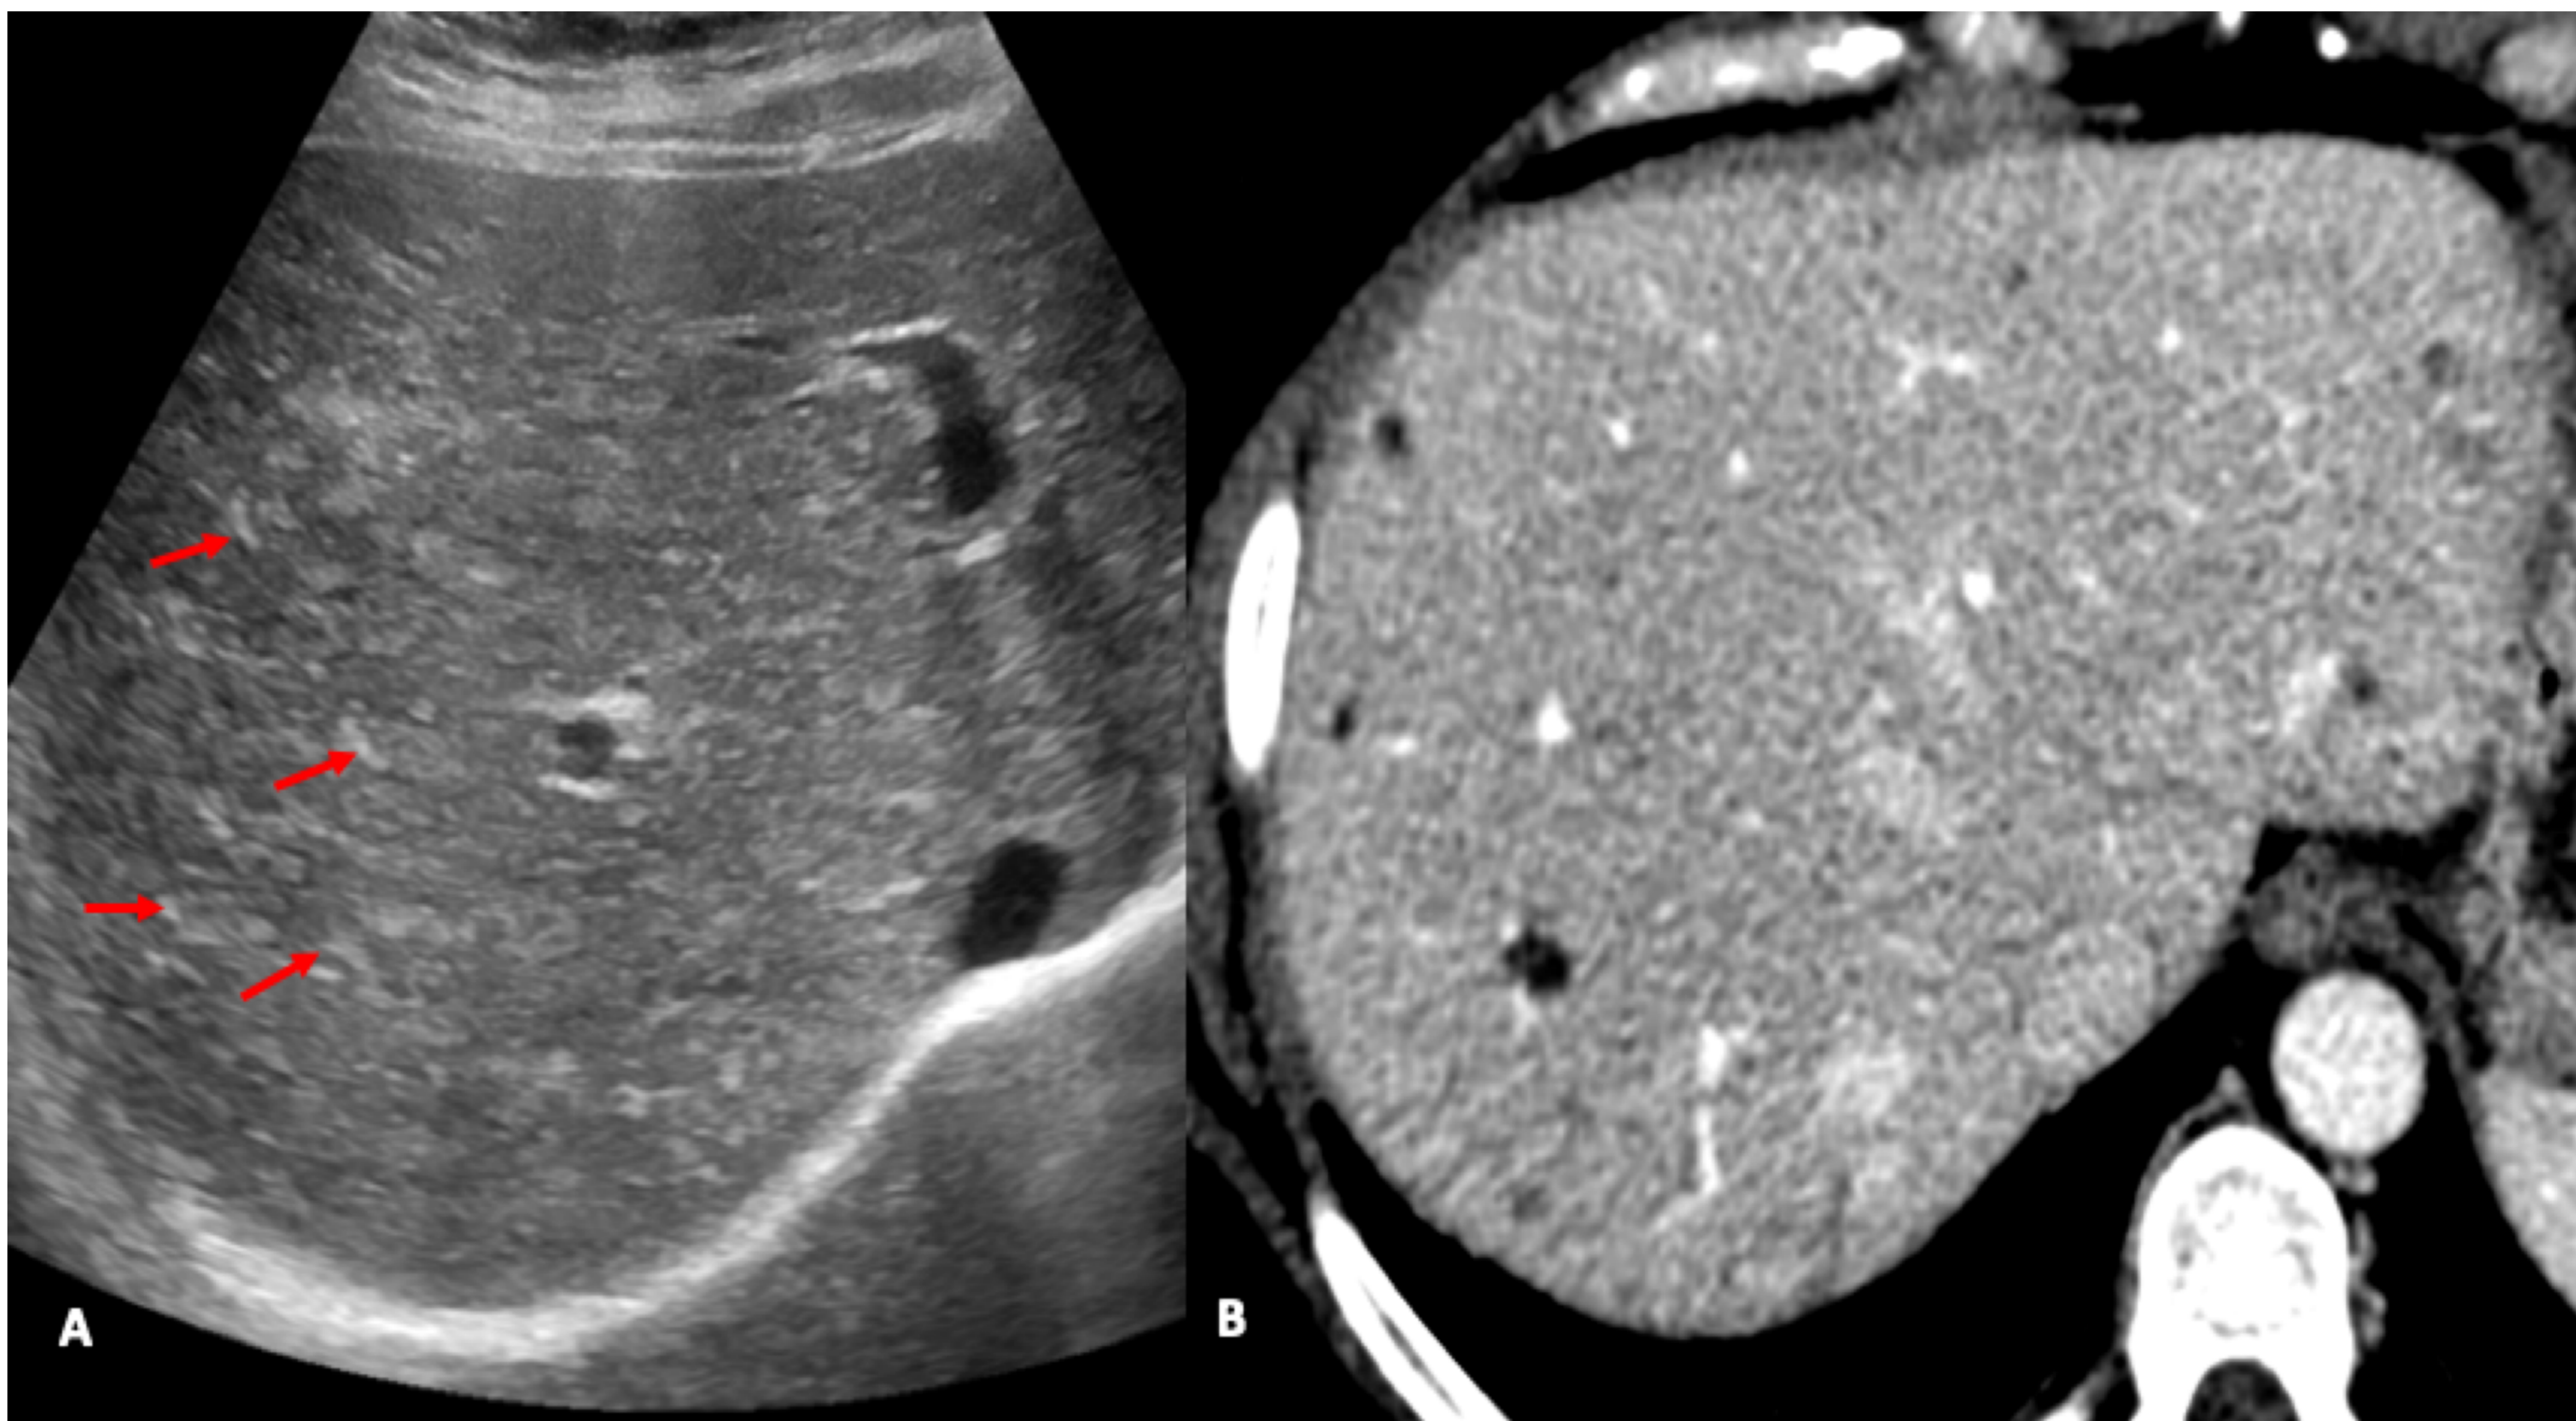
Hamartoma de la vía biliar en una mujer de 46 años. (A) La ecografía muestra múltiples nódulos redondos hiperecoicos (flechas), con patrón en "tormenta de nieve". (B) TC en fase venosa portal muestra pequeños nódulos hipodensos bilobares de forma redondeada.
